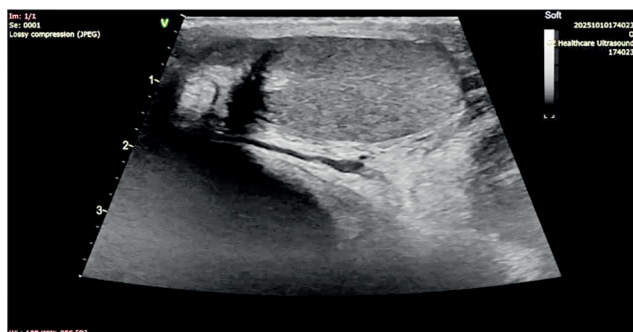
УЗИ органов мошонки при поступлении
